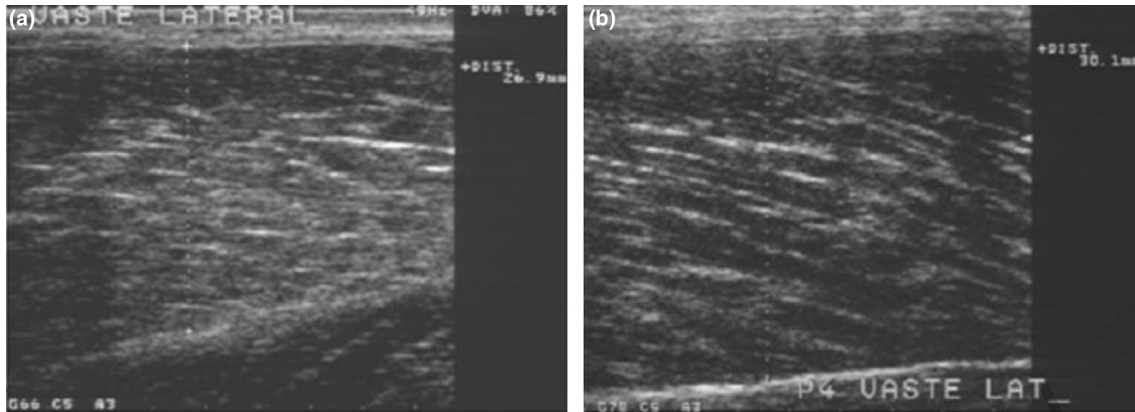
Échographie du vaste latéral avant et après stimulation : a : diamètre du muscle vaste latéral avant stimulation : 26,9 mm ; b : diamètre du muscle vaste latéral après stimulation : 30,1 mm.
